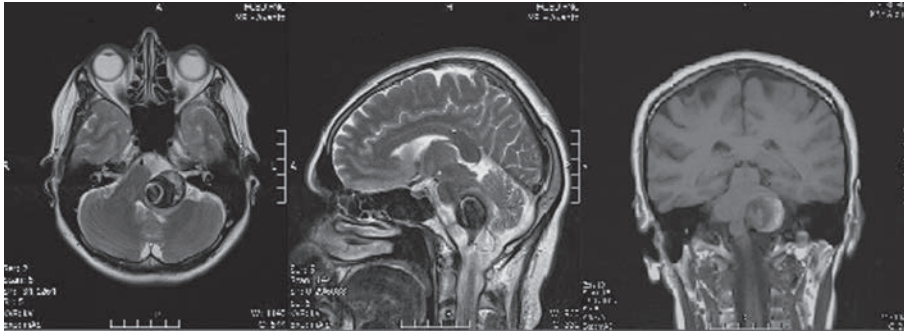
МРТ больной Е., 46 лет, до операции. Определяется объемное образование области ската (аневризма позвоночной артерии), вызывающее сдавление ствола мозга.
